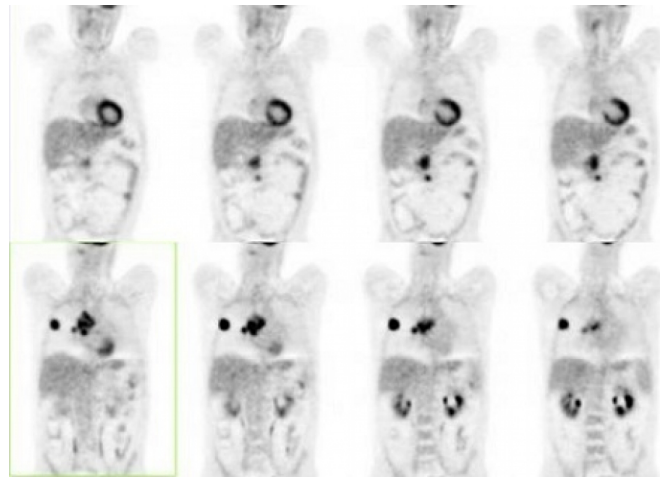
PET body: captación en cabeza pancreática y pulmón derecho.
